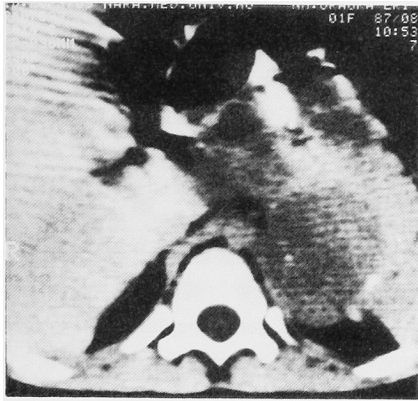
Abdominal CT disclosed a uniform tumor 5 cm in diameter above the left kidney which oppressed the left kidney downward.
